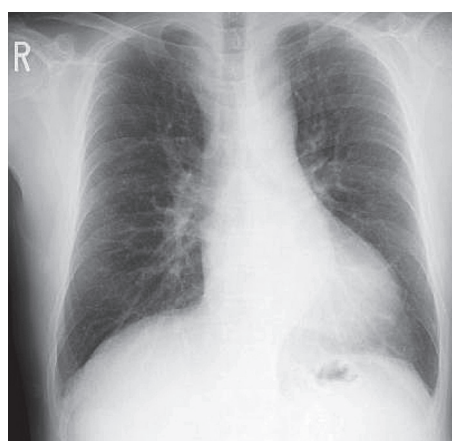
Chest X-ray on the first visit
